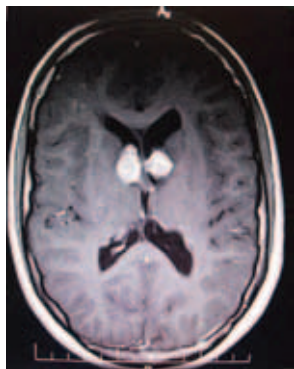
МРТ головного мозга (до включения в исследование)
